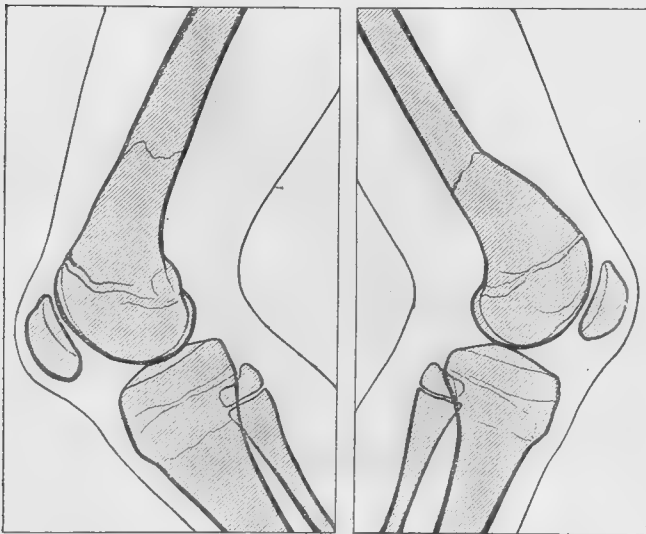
Radiographie de profil après l'ostéotomie.
